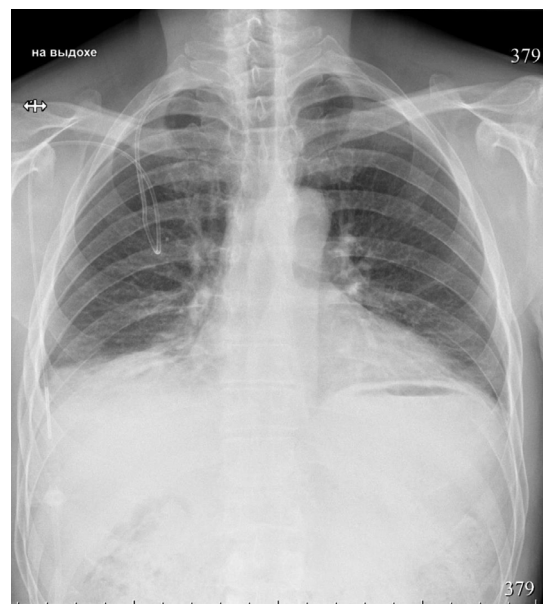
Тот же пациент. Рентгенограмма органов грудной полости (15 ч 02 мин 17.02.2025 г.) после дренирования правой плевральной полости – положительная динамика в виде расправления правого легкого и уменьшения количества свободной жидкости в плевральной полости. Фронтальная проекция: фокусное расстояние 180 см, снимок на выдохе, вертикальное положение пациента
